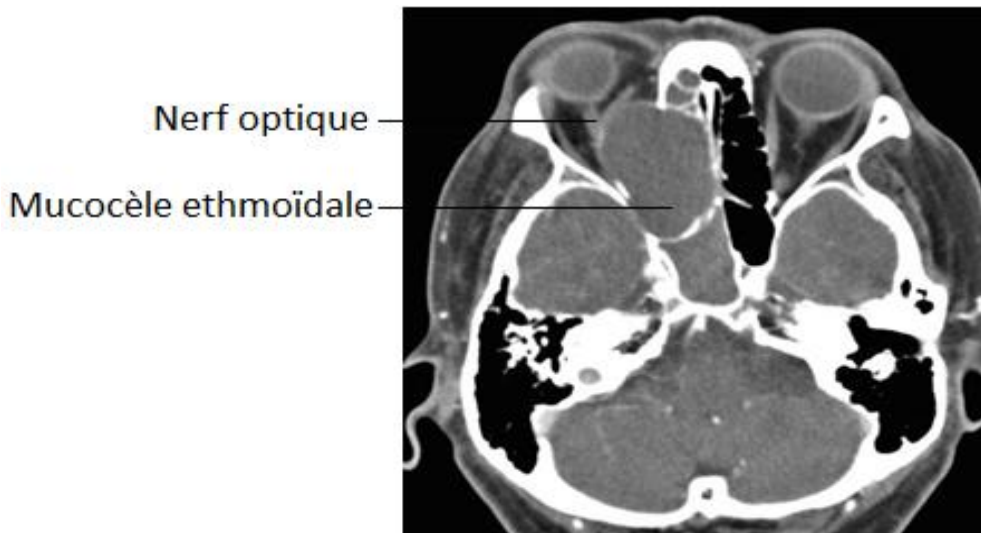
TDM faciale en coupe axiale en faveur d'une mucocèle ethmoïdale [droite refoulant la paroi orbitaire interne et le nerf optique homolatéral [26
